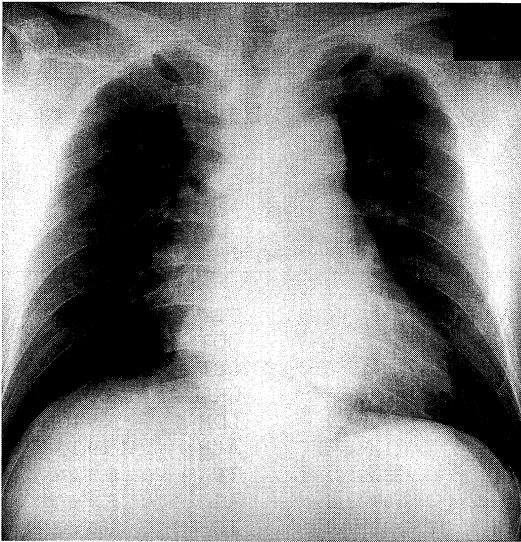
Chest roentgenography demonstrating cardiomegaly (cardiothoracic ratio 57%).
